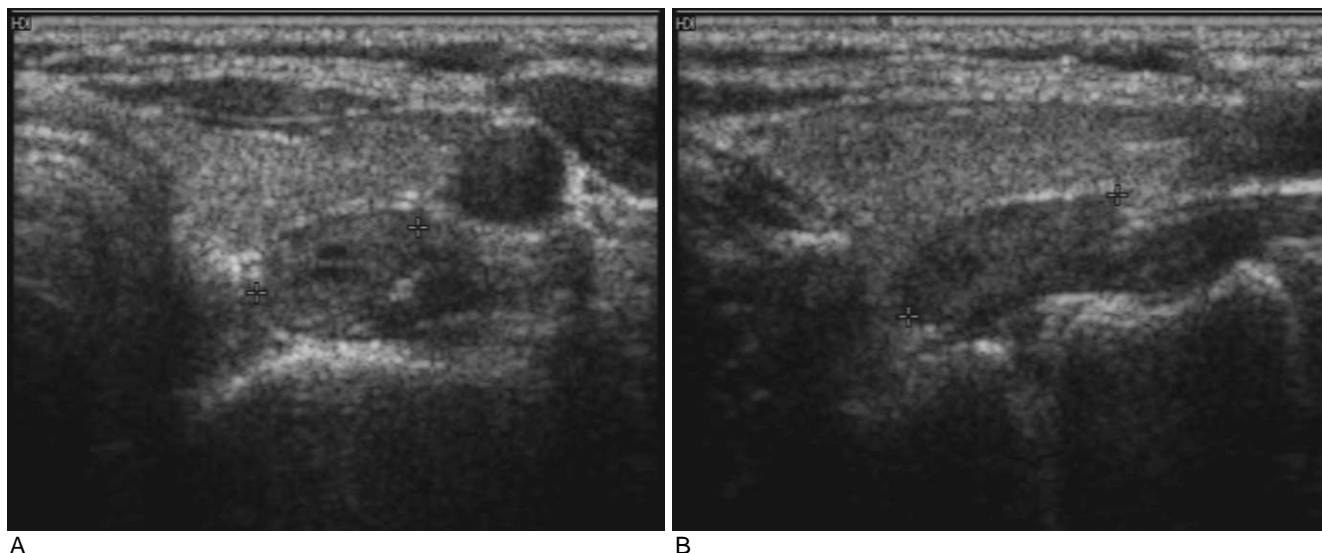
Ultrasound demonstrates a well-defined hypoechoic nodule posterior to the left thyroid gland on transverse view (A) and longitudinal view (B).
